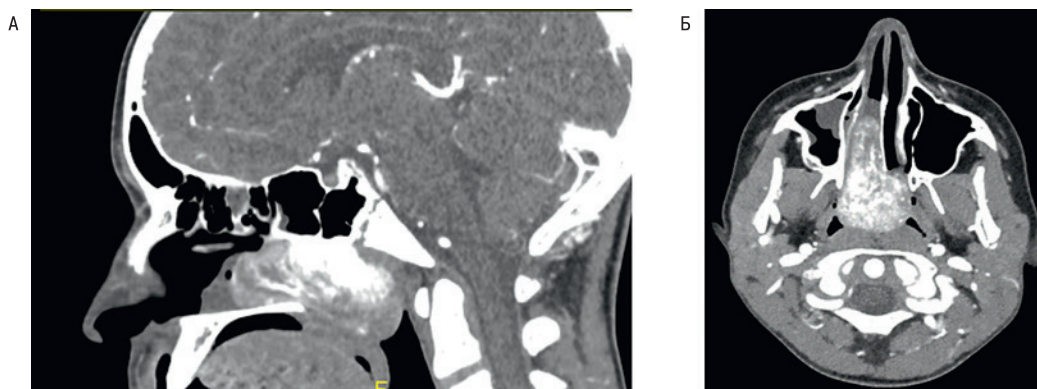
Спиральная компьютерная томография с контрастным усилением пациента с ЮАОЧ 3-й стадии по классификации Snyderman. Ангиофиброма активно накапливает контрастное вещество, обтурирует всю носоглотку и правую половину носа.
